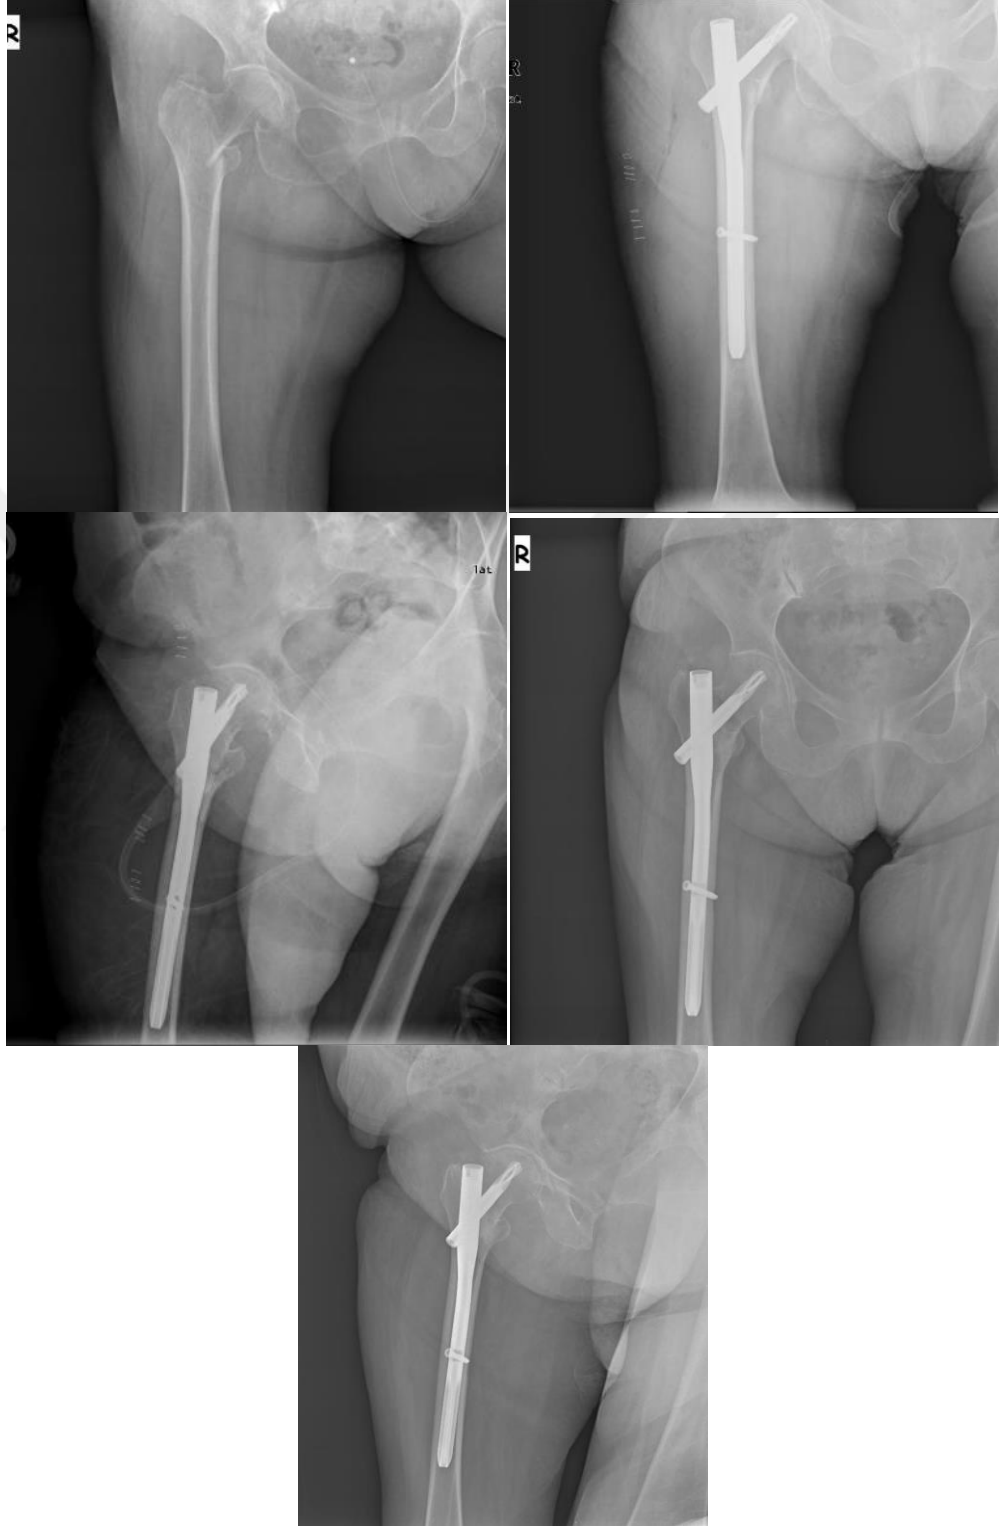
1. vakanın ameliyat öncesi ve sonrası X-ray görüntüleri
